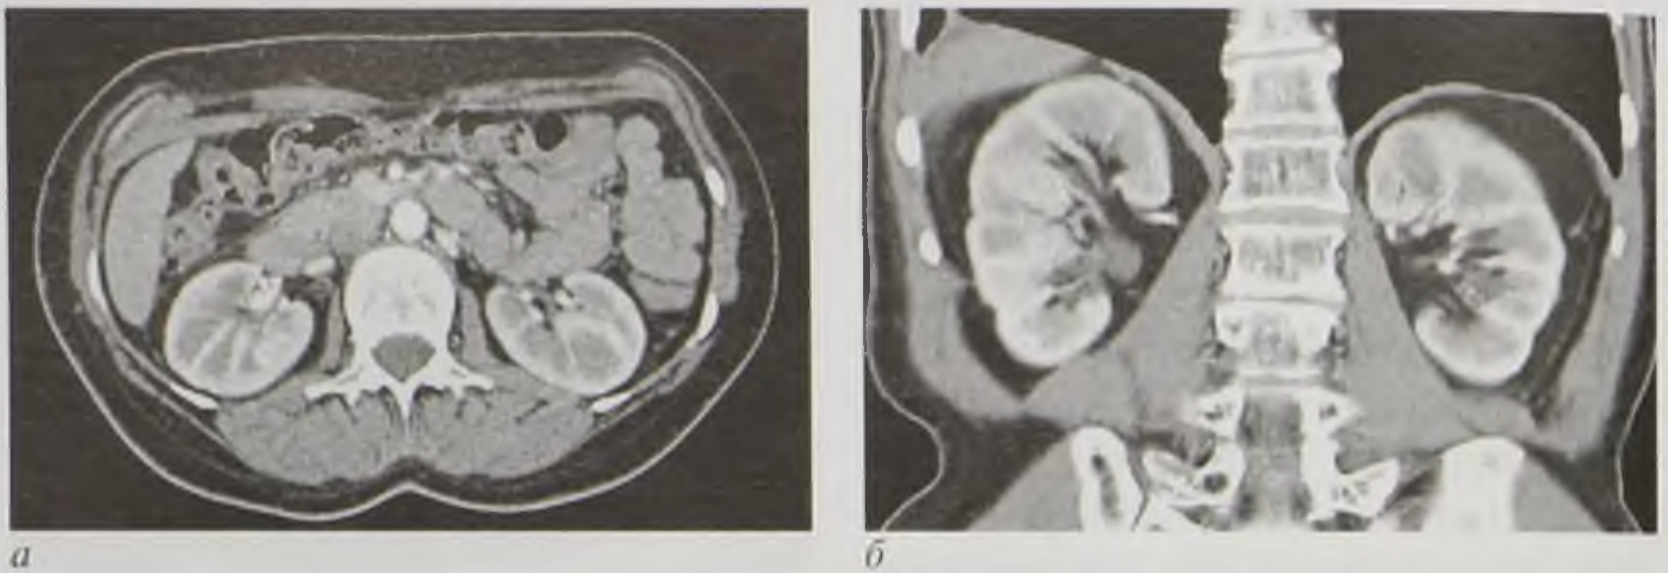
Компьютерные томограммы брюшной полости с контрастным усилением в аксиальной (*а*) и фронтальной (*б*) плоскостях
